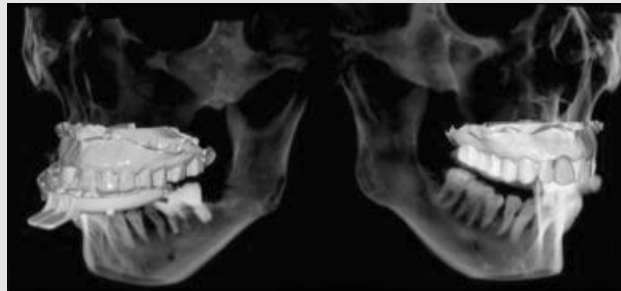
Scanning tray를 활용하여 환자 구강데이터를 CBCT와 중첩한 화면
